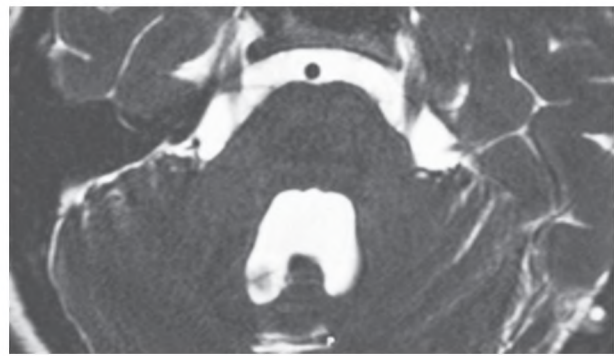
МРТ. Нейроваскулярный конфликт с корешком тройничного нерва. Фактор компрессии — ВМА
